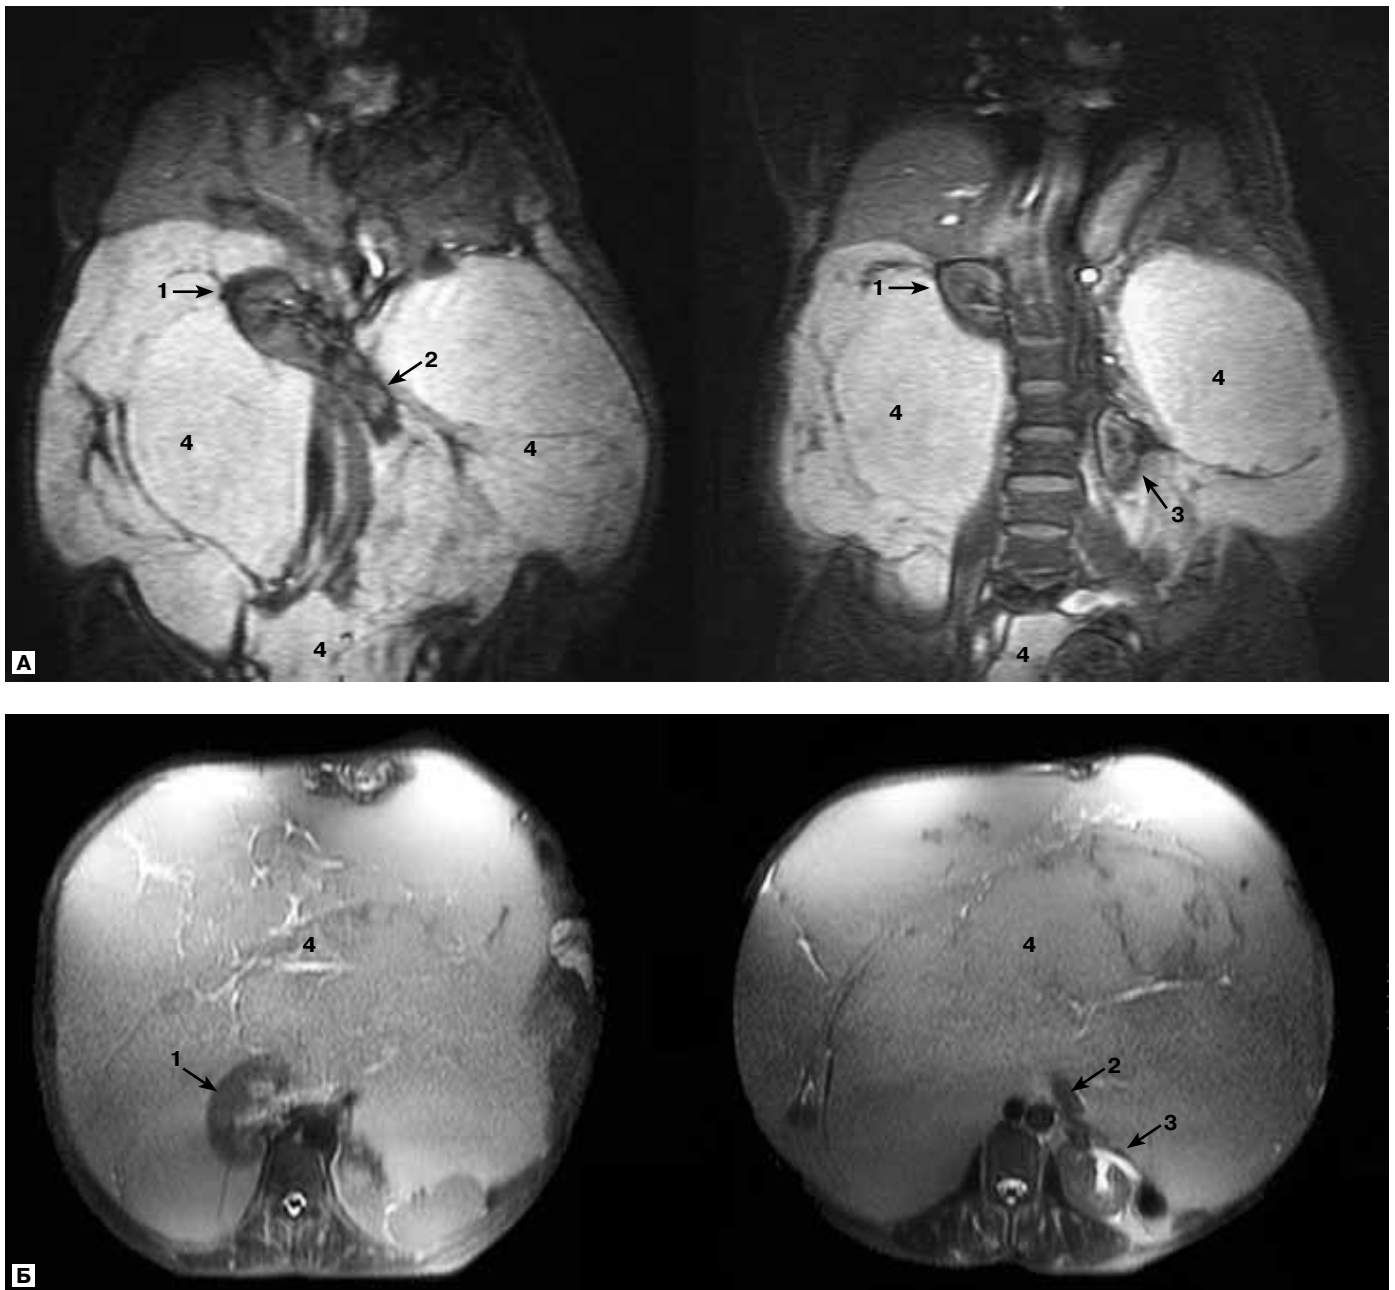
Данные магнитно-резонансной томографии: подковообразная почка. 1 — правая половина почки; 2 — перешеек; 3 — левая половина; 4 — опухоль.
